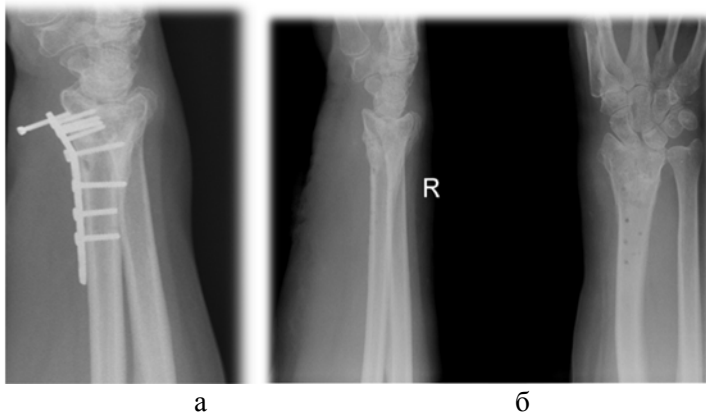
Рентгенограммы пациента В. (а – выкручивание винта на 5 месяце после операции, б – после удаления пластины)
